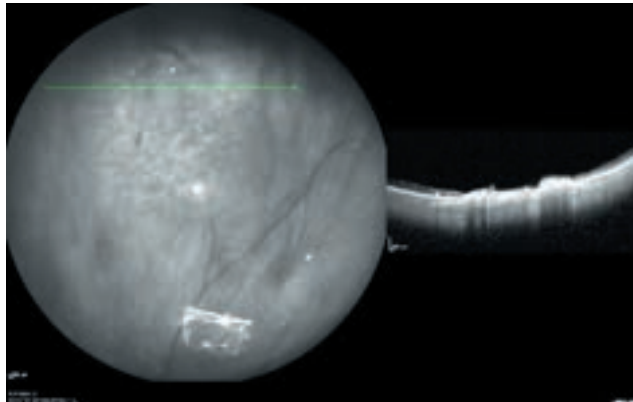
Томограмма зоны блокированного ретинального разрыва через 1 месяц после лечения
